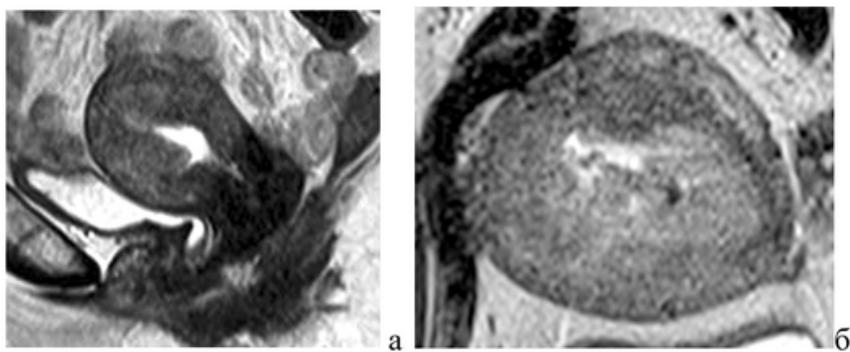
Магнитно-резонансные томограммы органов малого таза у больной раком эндометрия — эндофитная форма роста с глубокой инвазией миометрия: а — T2 взвешенное изображение в сагиттальной проекции, стрелками указана опухоль; б — T2 взвешенное изображение в плоскости, параллельной полости матки
